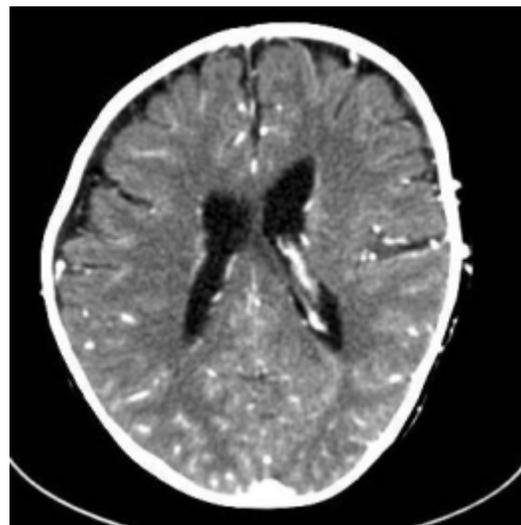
TAC de cráneo.- Se observa asimetría del cráneo, Dilatación de los ventrículos laterales e hidroma fronto-parietal derecho.
